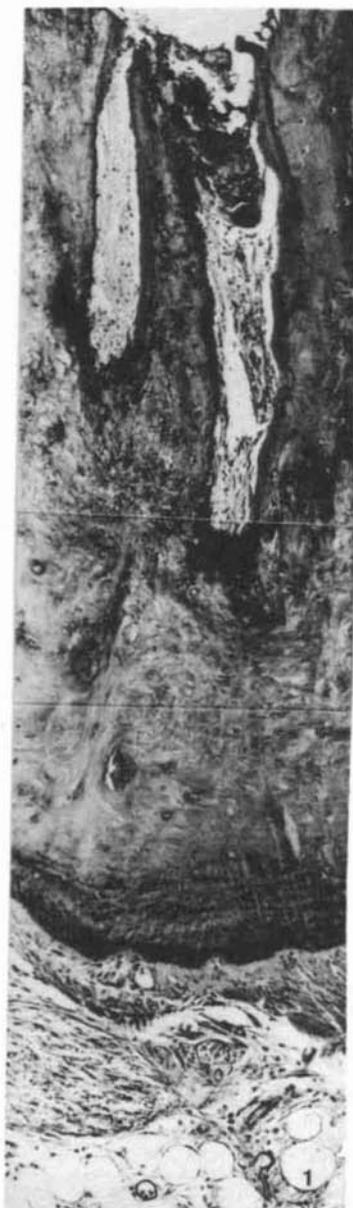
Grupo I – Macrogol 400 – 3 dias. Resíduos diversos superficiais. Necrose parcial em ramificações. Infiltrado inflamatório moderado. Integridade conjuntiva periapical com infiltrado inflamatório discreto. H/E. ZEISS – 140 X.
